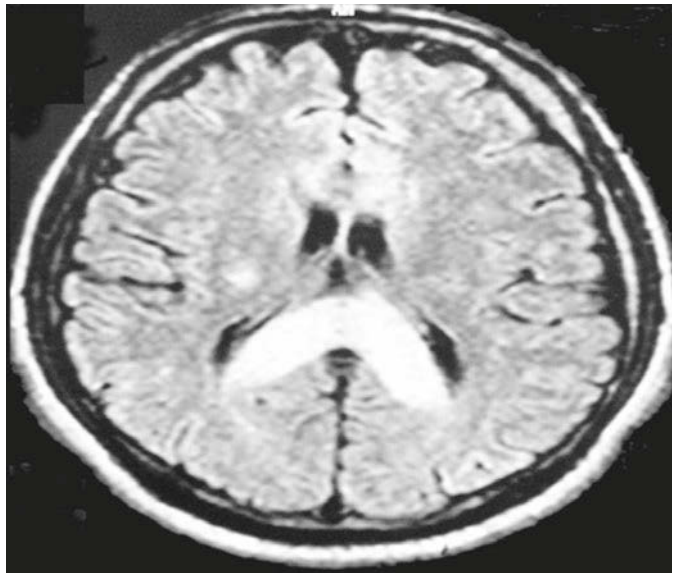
1 T2-gewichtetes MRT des Gehirns eines Patienten mit Höhenhirnödemen, auf dem eine deutliche Schwellung und Signalanreicherungen im hinteren Anteil und Splenium des Corpus callosum erkennbar ist (Bereich mit erhöhter Dichte). Etwa 9 Monate nach dieser Episode von HACE bestieg der Patient den Mount Everest. (Mit freil. Genehmigung von *Wilderness and Environmental Medicine*, 15[1]: 53-55, Spring 2004.)
